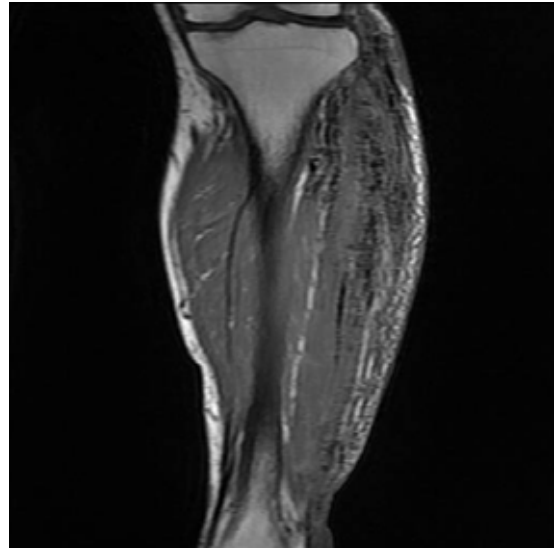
A T1-weighted image of an MRI showing an increased muscle signal and distribution of gas around the anterolateral and deep posterior compartment of the left lower extremity.
